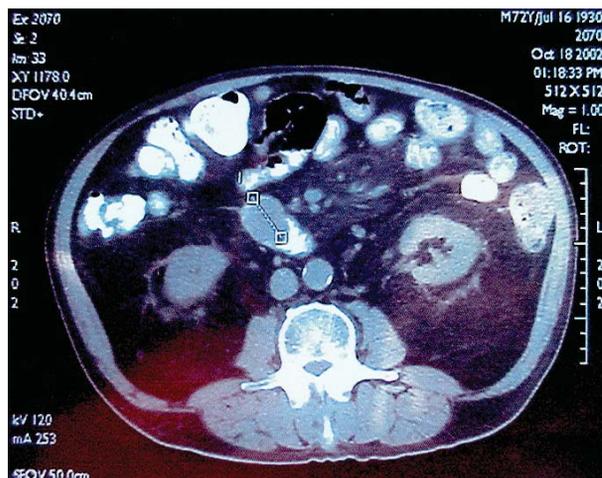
Imagem de TC abdominal: lesão com crescimento intraduodenal, ocupando a quase totalidade do lúmen.
